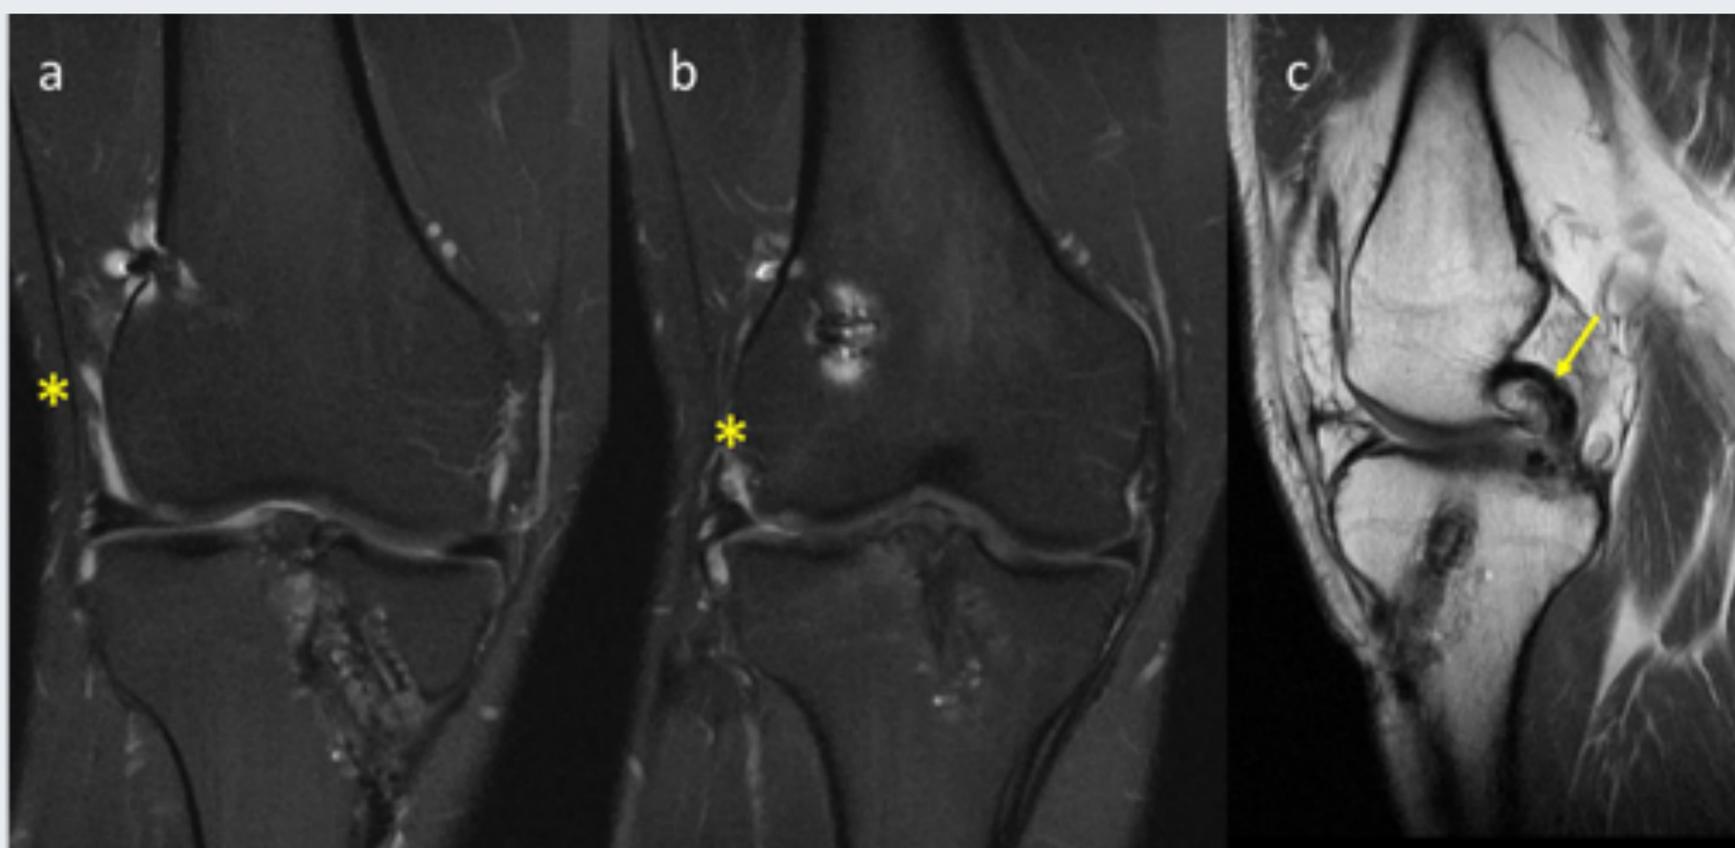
Cortes coronales y sagitales en secuencias potenciadas en T2 con (a y b) y sin saturación grasa (c) de un paciente al que se ha realizado una plastia de LCA tras lesión deportiva. Podemos valorar en este ejemplo la importancia de la RM no solo para el estudio del LCA o de su plastia, si no para el resto de elementos de la rodilla. Se observa un acúmulo de líquido (asteriscos) a nivel del ligamento colateral externo, no visible en el resto del estudio, lo que se relacionó con rotura del mismo. Además, el menisco ipsilateral está extruido y con su morfología alterada. Por otra parte, el Ligamento cruzado posterior está íntegro (flecha)
